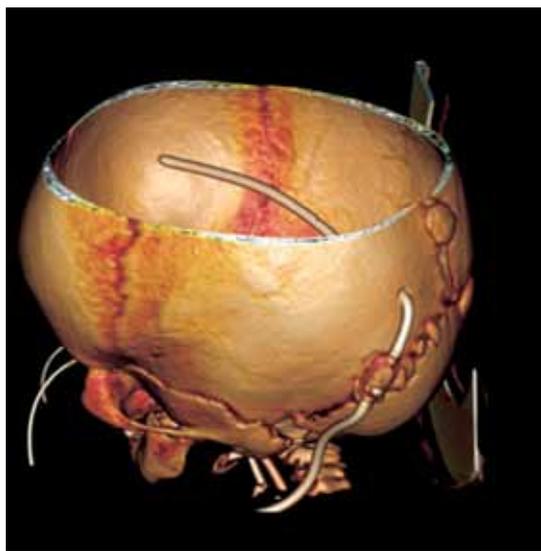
3D-реконструкция МСКТ головного мозга на 5-е сутки после оперативного вмешательства
